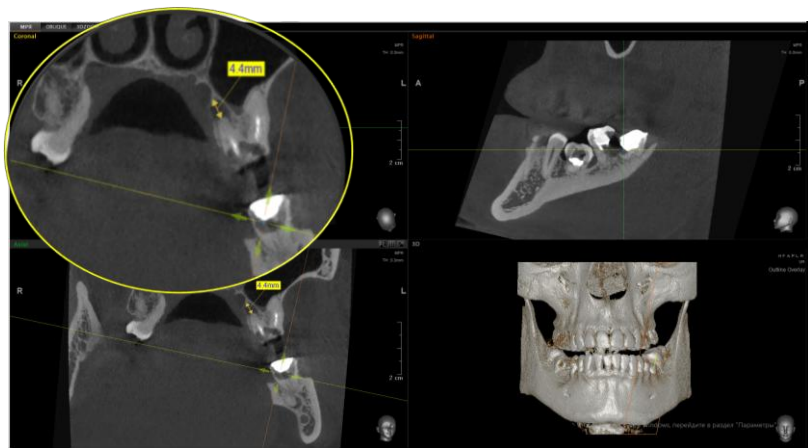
Рентгенологічні ознаки хронічного гранулематозного періодонтиту зуба 2.7. Ділянка деструкції кісткової тканини з чіткими межами навколо верхівки піднебінного кореня діаметром 4,4 мм. Рентгенологічні ознаки хронічного гранулематозного періодонтиту зуба 3.6. Ділянка деструкції кісткової тканини навколо верхівки медіального кореня з чіткими межами
